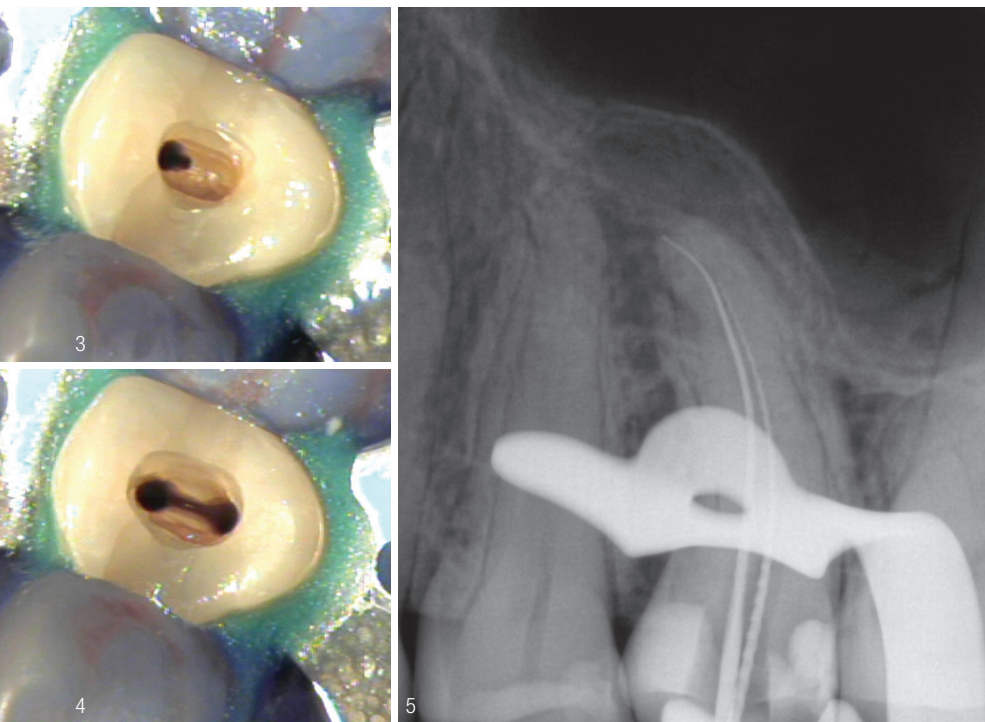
Nach Entfernung des Provisoriums ist zunächst nur ein Kanal erkennbar. Abb. 4: Beseitigung der Obliteration, beide Kanäle sind dargestellt, der Isthmus ist präpariert. Abb. 5: Zahn 25, Röntgenmessaufnahme.
